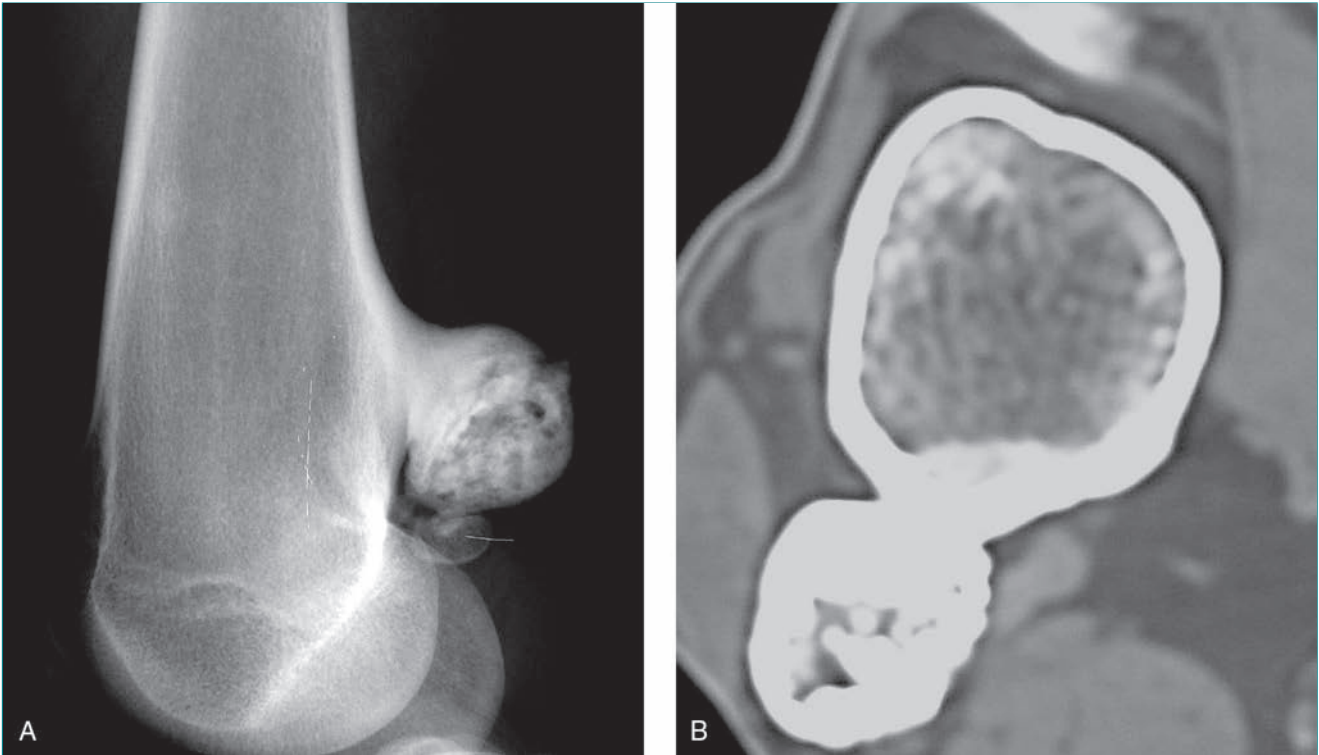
Osteoma paraostal. A, Esta radiografía lateral del fémur distal de un hombre de 37 años muestra una lesión en la superficie del hueso con osificación intensa y unida a la cortical femoral posterior. B, La TC del mismo paciente muestra la relación de la lesión con la cortical y permite distinguirla de la miositis osificante. Una biopsia escisional permitió confirmar que se trataba de un osteoma paraostal.
